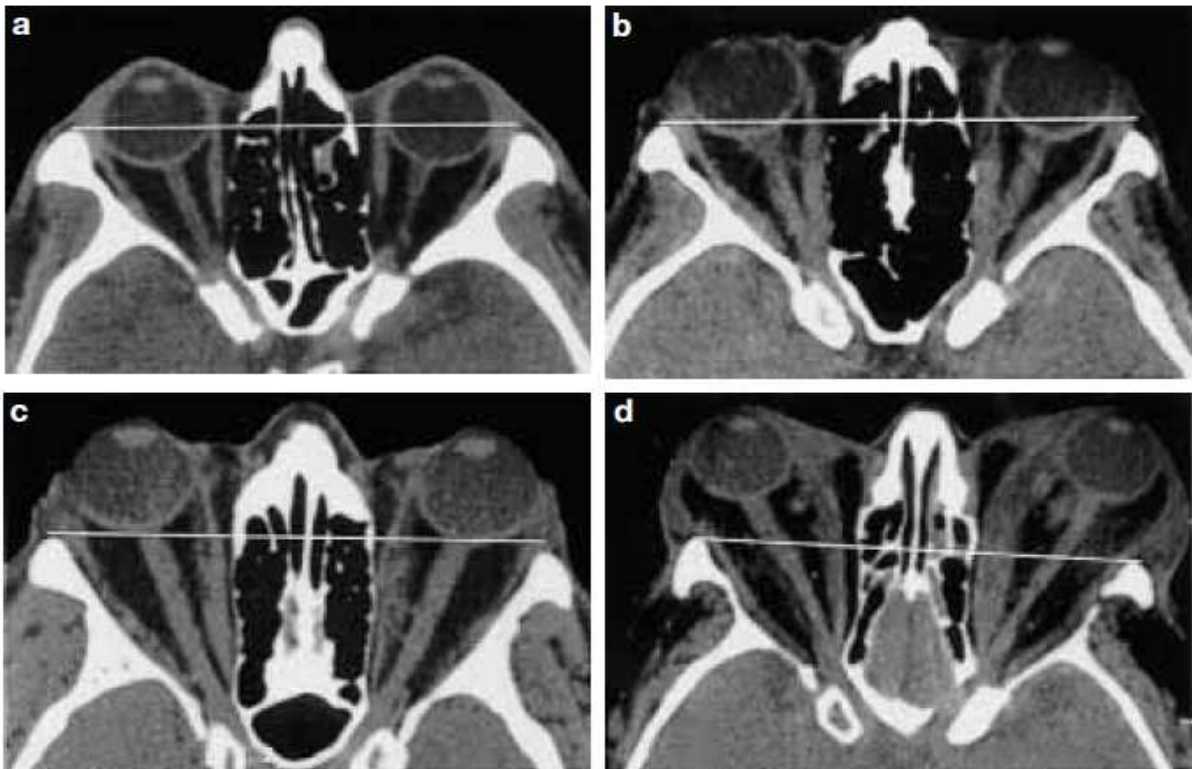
Mesure des différents grades d'exophtalmie sur une coupe tomographique axiale transverse en PNO (passant par le globe oculaire et le nerf optique). La ligne bicanthale externe sert de référence. a) normal, b) exophtalmie bilatérale de grade 1 (maladie de Basedow), c) exophtalmie bilatérale de grade 2 (maladie de Basedow), d) exophtalmie bilatérale de grade 3 (maladie de Basedow) (26)
